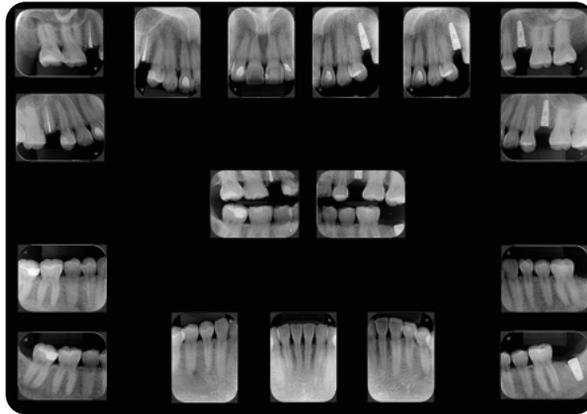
Radiografías seriadas periapicales e interproximales.
